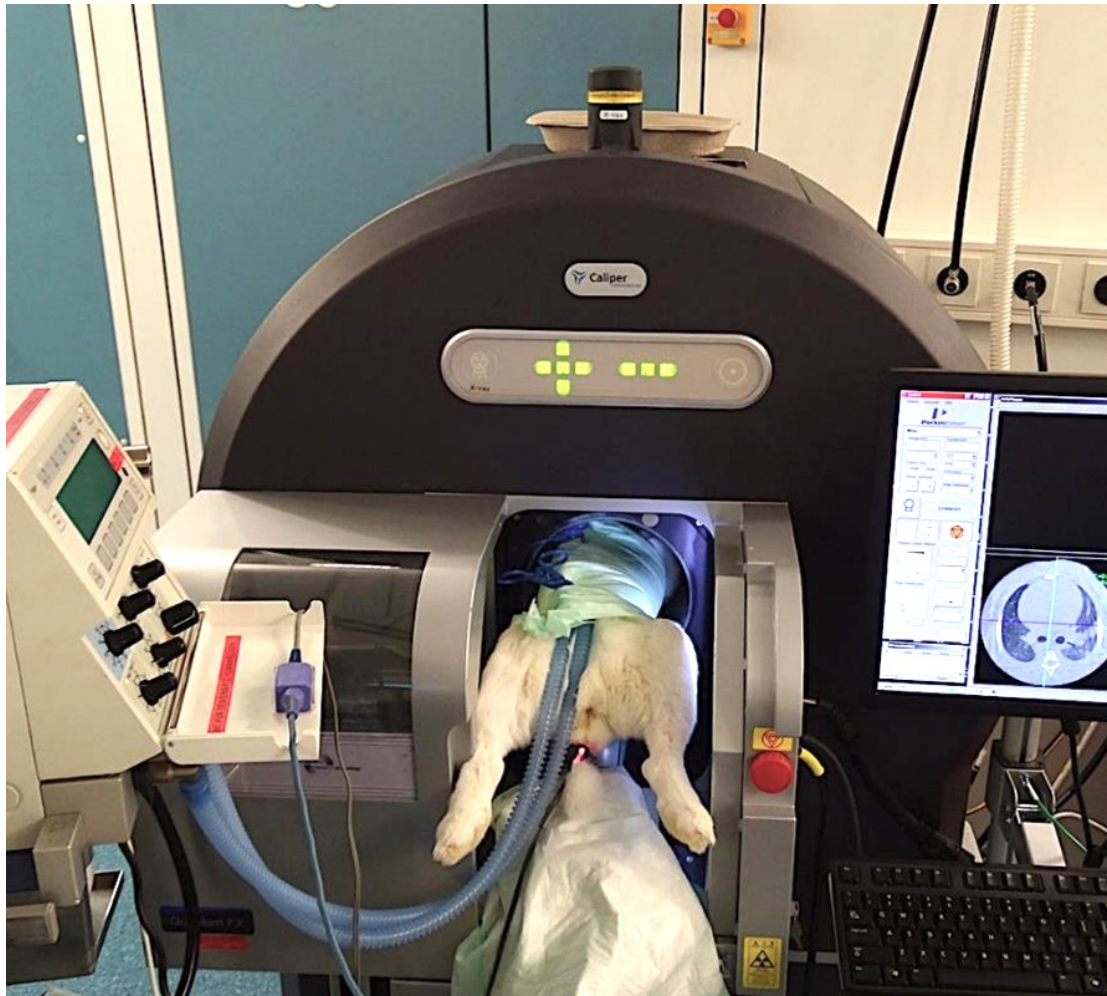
Lagerung des Versuchstieres im Kleintier-CT unter pulsoxymetrischer Überwachung
